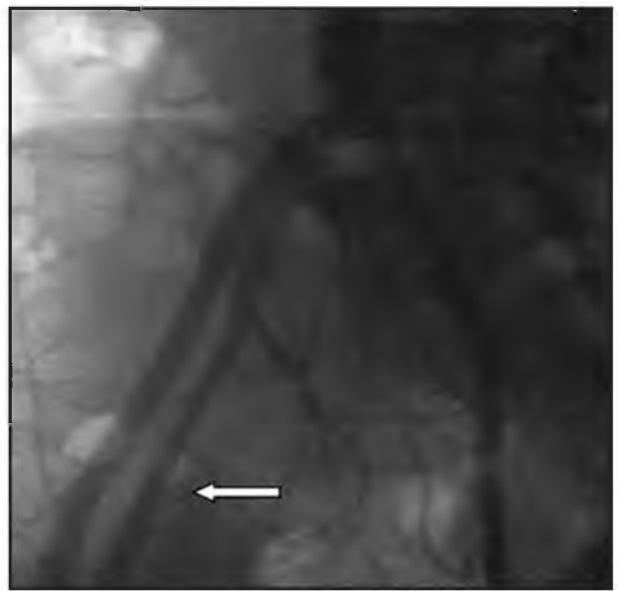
Рентгеноконтрастная ангиограмма (тот же пациент). Аорто-бедренный шунт и подвздошная артерия (стрелка) проходимы на всем протяжении.
